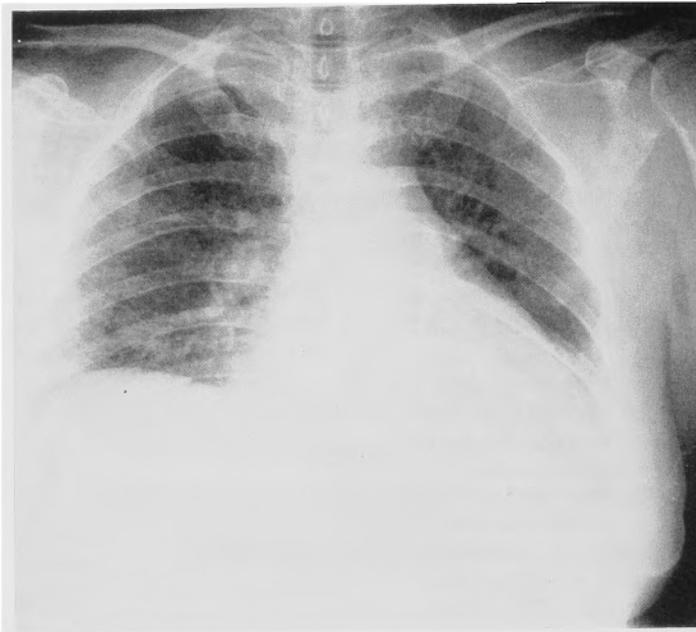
Chest X-ray film showing cardiomegaly, pulmonary effusion and interstitial pulmonary infiltrates.
